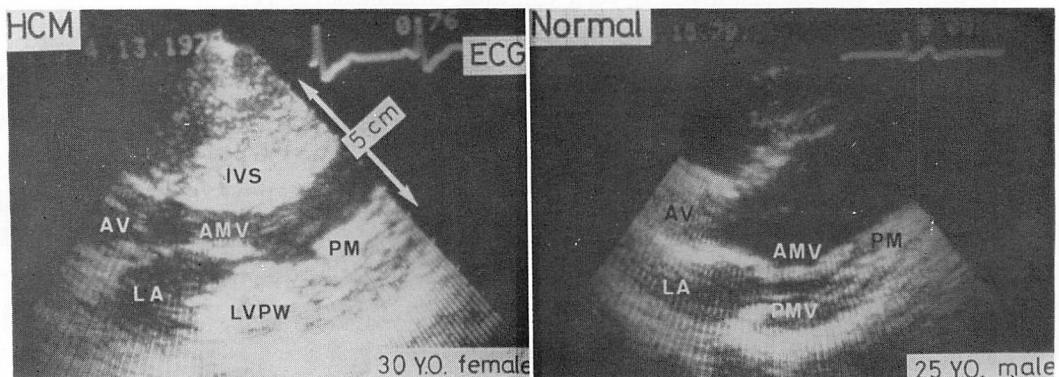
Real time, two-dimensional echocardiograms in end-diastole from the SAM positive patient with hypertrophic cardiomyopathy (left) and normal subject (right).
